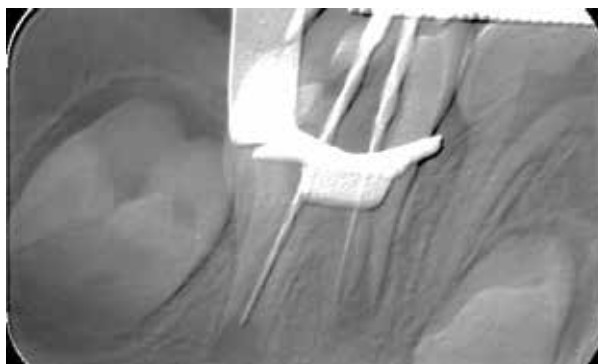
Radiografía periapical donde se ven las limas dentro de los conductos.
